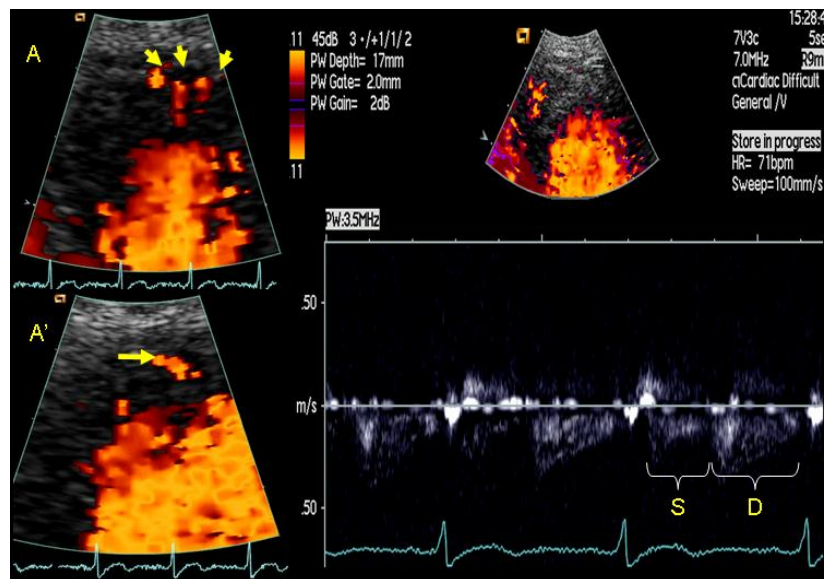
Imagens apical de 4 câmaras, do fluxo codificado a cor de artérias perfurantes, na espessura do ápex do ventrículo esquerdo (A, A') e do espectro Doppler pulsado dos respectivos fluxos, com identificação do componente sistólico (S) e diastólico (D). De referir o padrão do espectro do fluxo sistólico com uma desaceleração inicial rápida.
